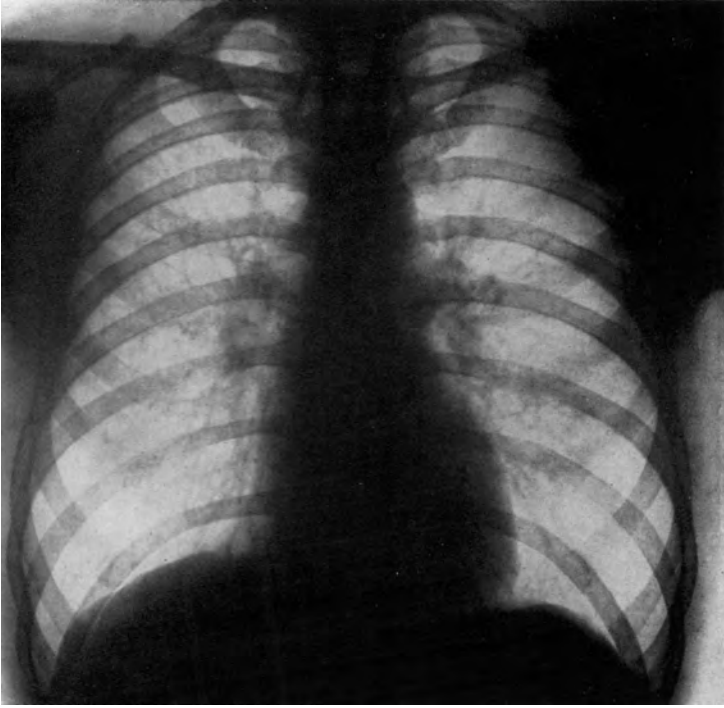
Röntgenaufnahme des Sch. W. 1954
